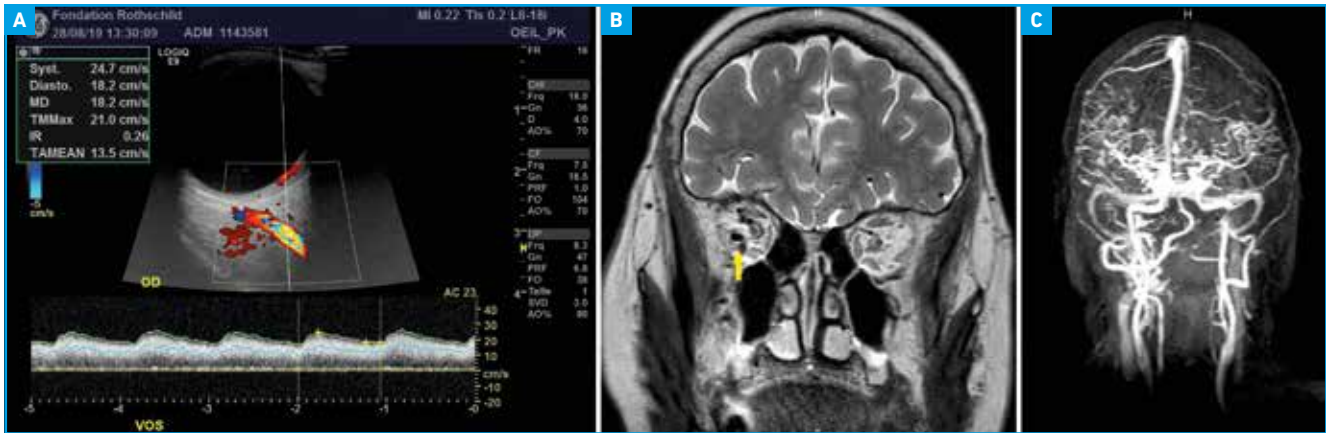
Inversion et artérialisation de la VOS, Doppler montrant une fistule dure caveuse à drainage orbitaire. B : coupe coronale T2 montrant des dilatations et une artérialisation des veines orbitaires. C : angio-IRM dynamique, fistule avec artérialisation des veines orbito-frontales et céphaliques droites.
